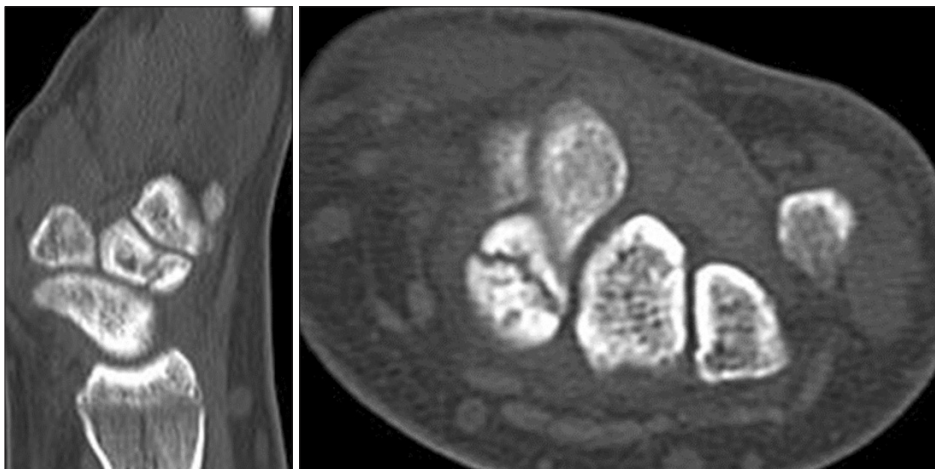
Computed tomography images after 6 weeks of conservative treatment showed no progression of union.
